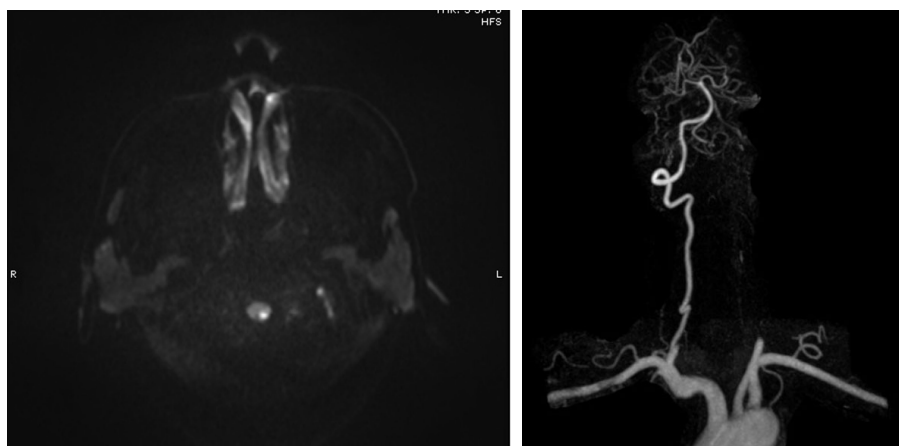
DWI-MRI brain and MRA with gadolinium shows restricted diffusion at left dorsolateral medulla. Left vertebral artery shows non-visualized V1-3 and proximal V4 segment. Partial filling of small sized distal V4 segment left VA is observed.
